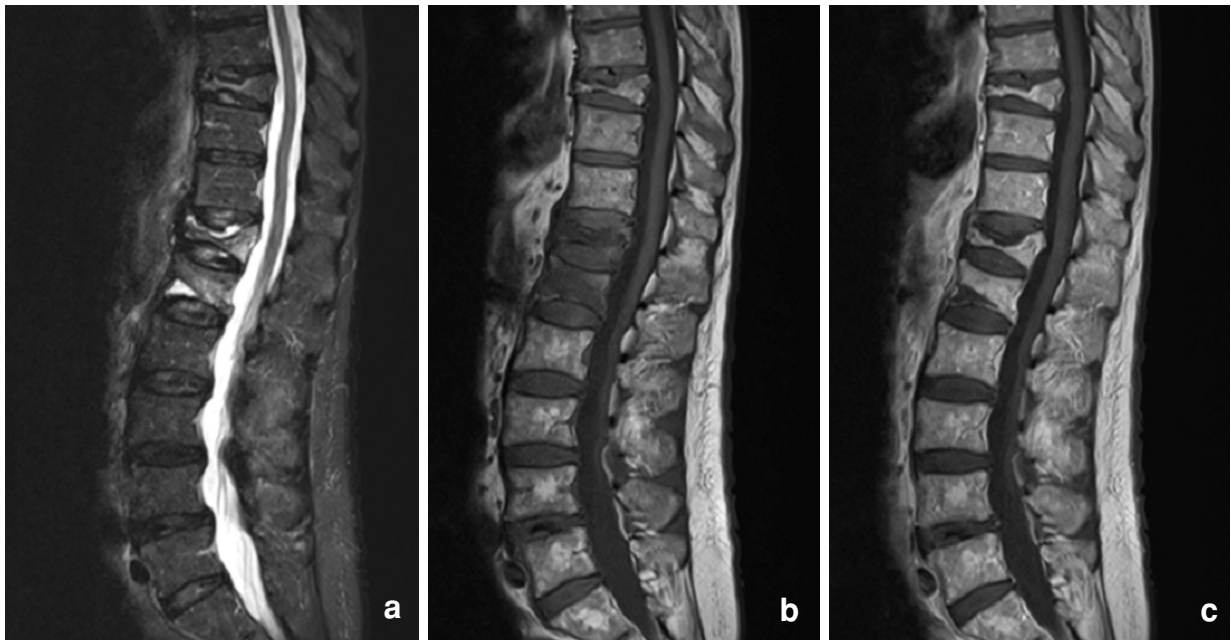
Fracture ostéoporotique récente de T12 et L1 et semi-récente de T9. IRM images sagittales T1 (14a), STIR (14b) et T1 après injection de gadolinium (14c). Plaque liquidienne de nécrose adjacente au plateau fracturé de T12 et L1.
